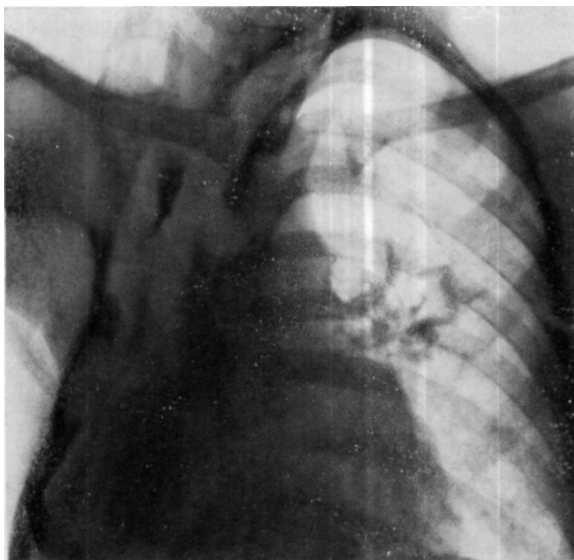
Рентгенограмма больного Д. при поступлении. Деформация правой половины грудной клетки, остаточная полость. Слева — кавернозный процесс в единственном легком.
